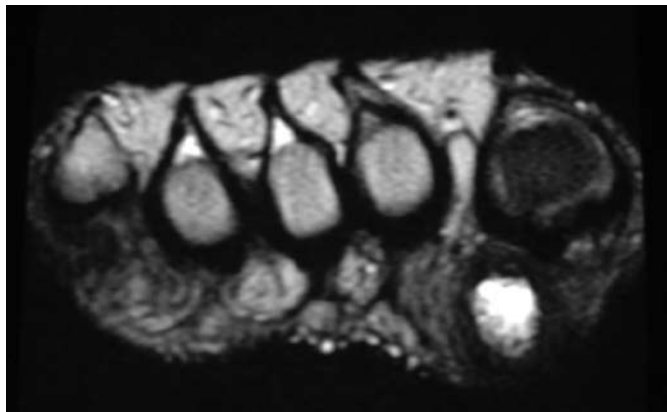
Ressonância Magnética em Seqüência (T₂).
